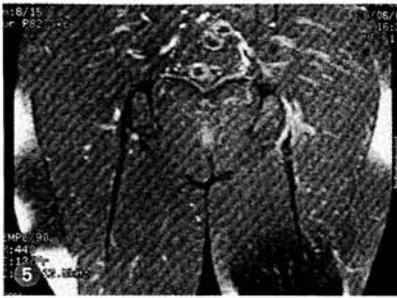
IRM T2, coupe frontale, hypersignal de l'insertion des IJ (même patient).
